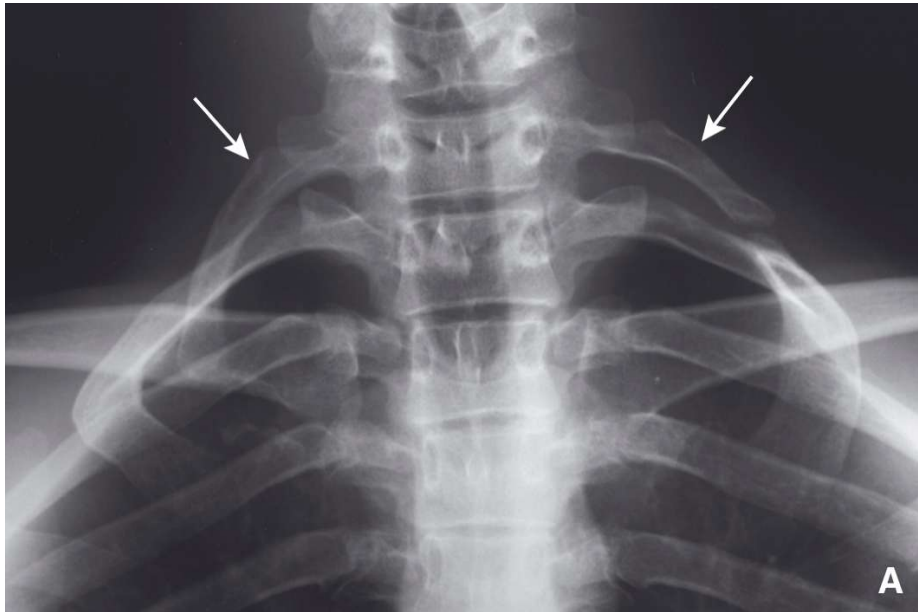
Côtes cervicales bilatérales vues de face (flèches) sur cliché radiographique de face, centré sur les apex [2]
